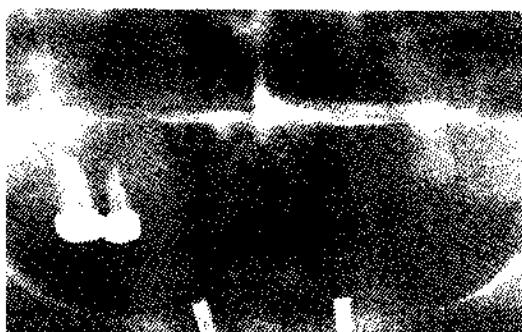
Ортопантомограмма больных после проведения имплантации
